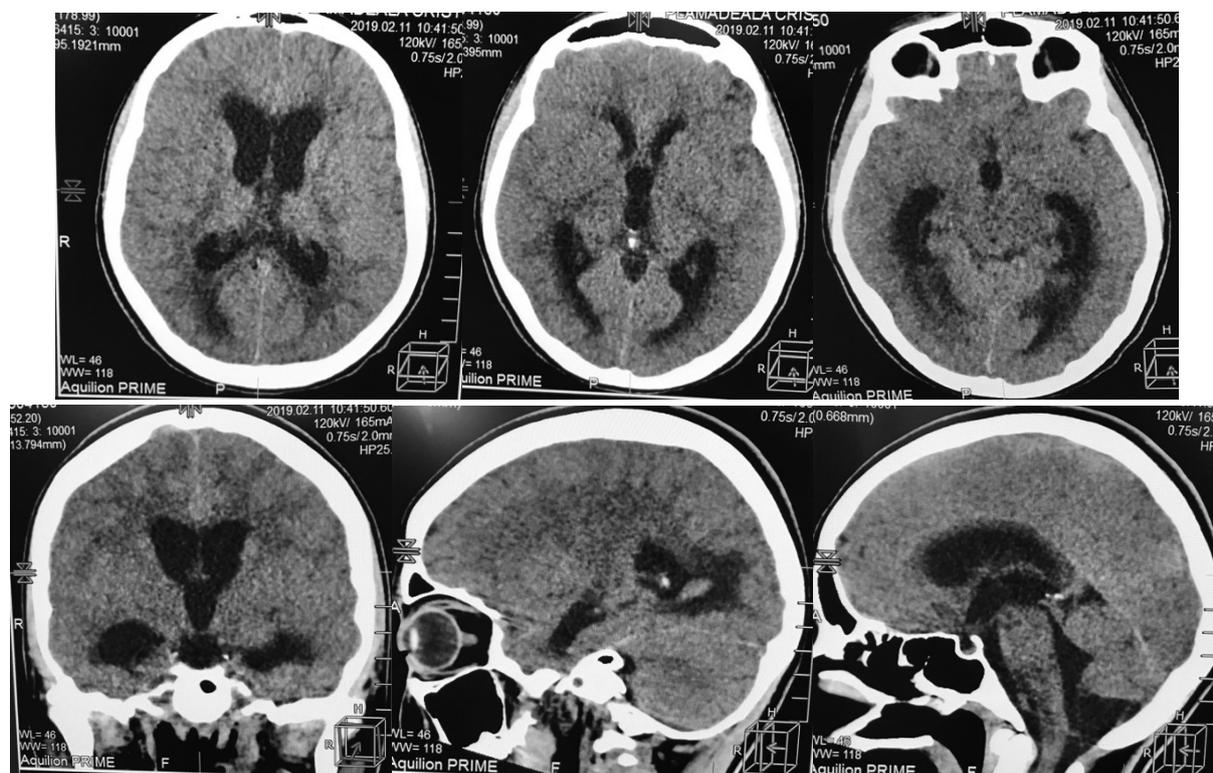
Cerebral CT - the presence of an internal occlusive hydrocephalus
